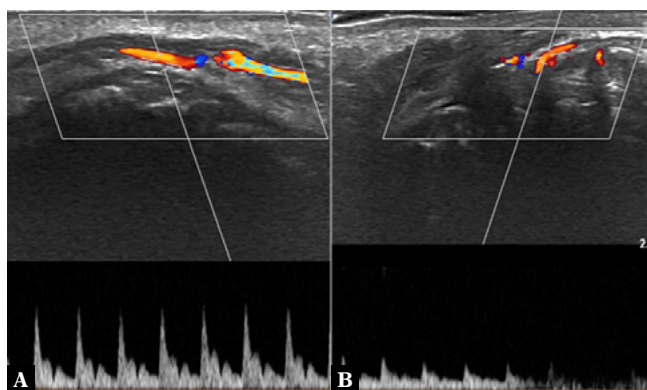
Tętnice kątovej, kolor doppler i doppler pulsacyjny. A. Tętnica kątovej prawa (po tej stronie wystąpił u pacjentki po HA obrzęk i ból), jednak porównanie w jednoimiennej lokalizacji wykazało, że przepływ jest prawidłowy. B. Tętnica kątovej po stronie lewej
